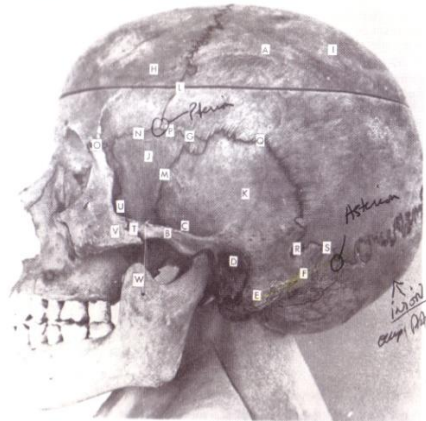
LATERAL ASPECT OF THE CRANIUM.
